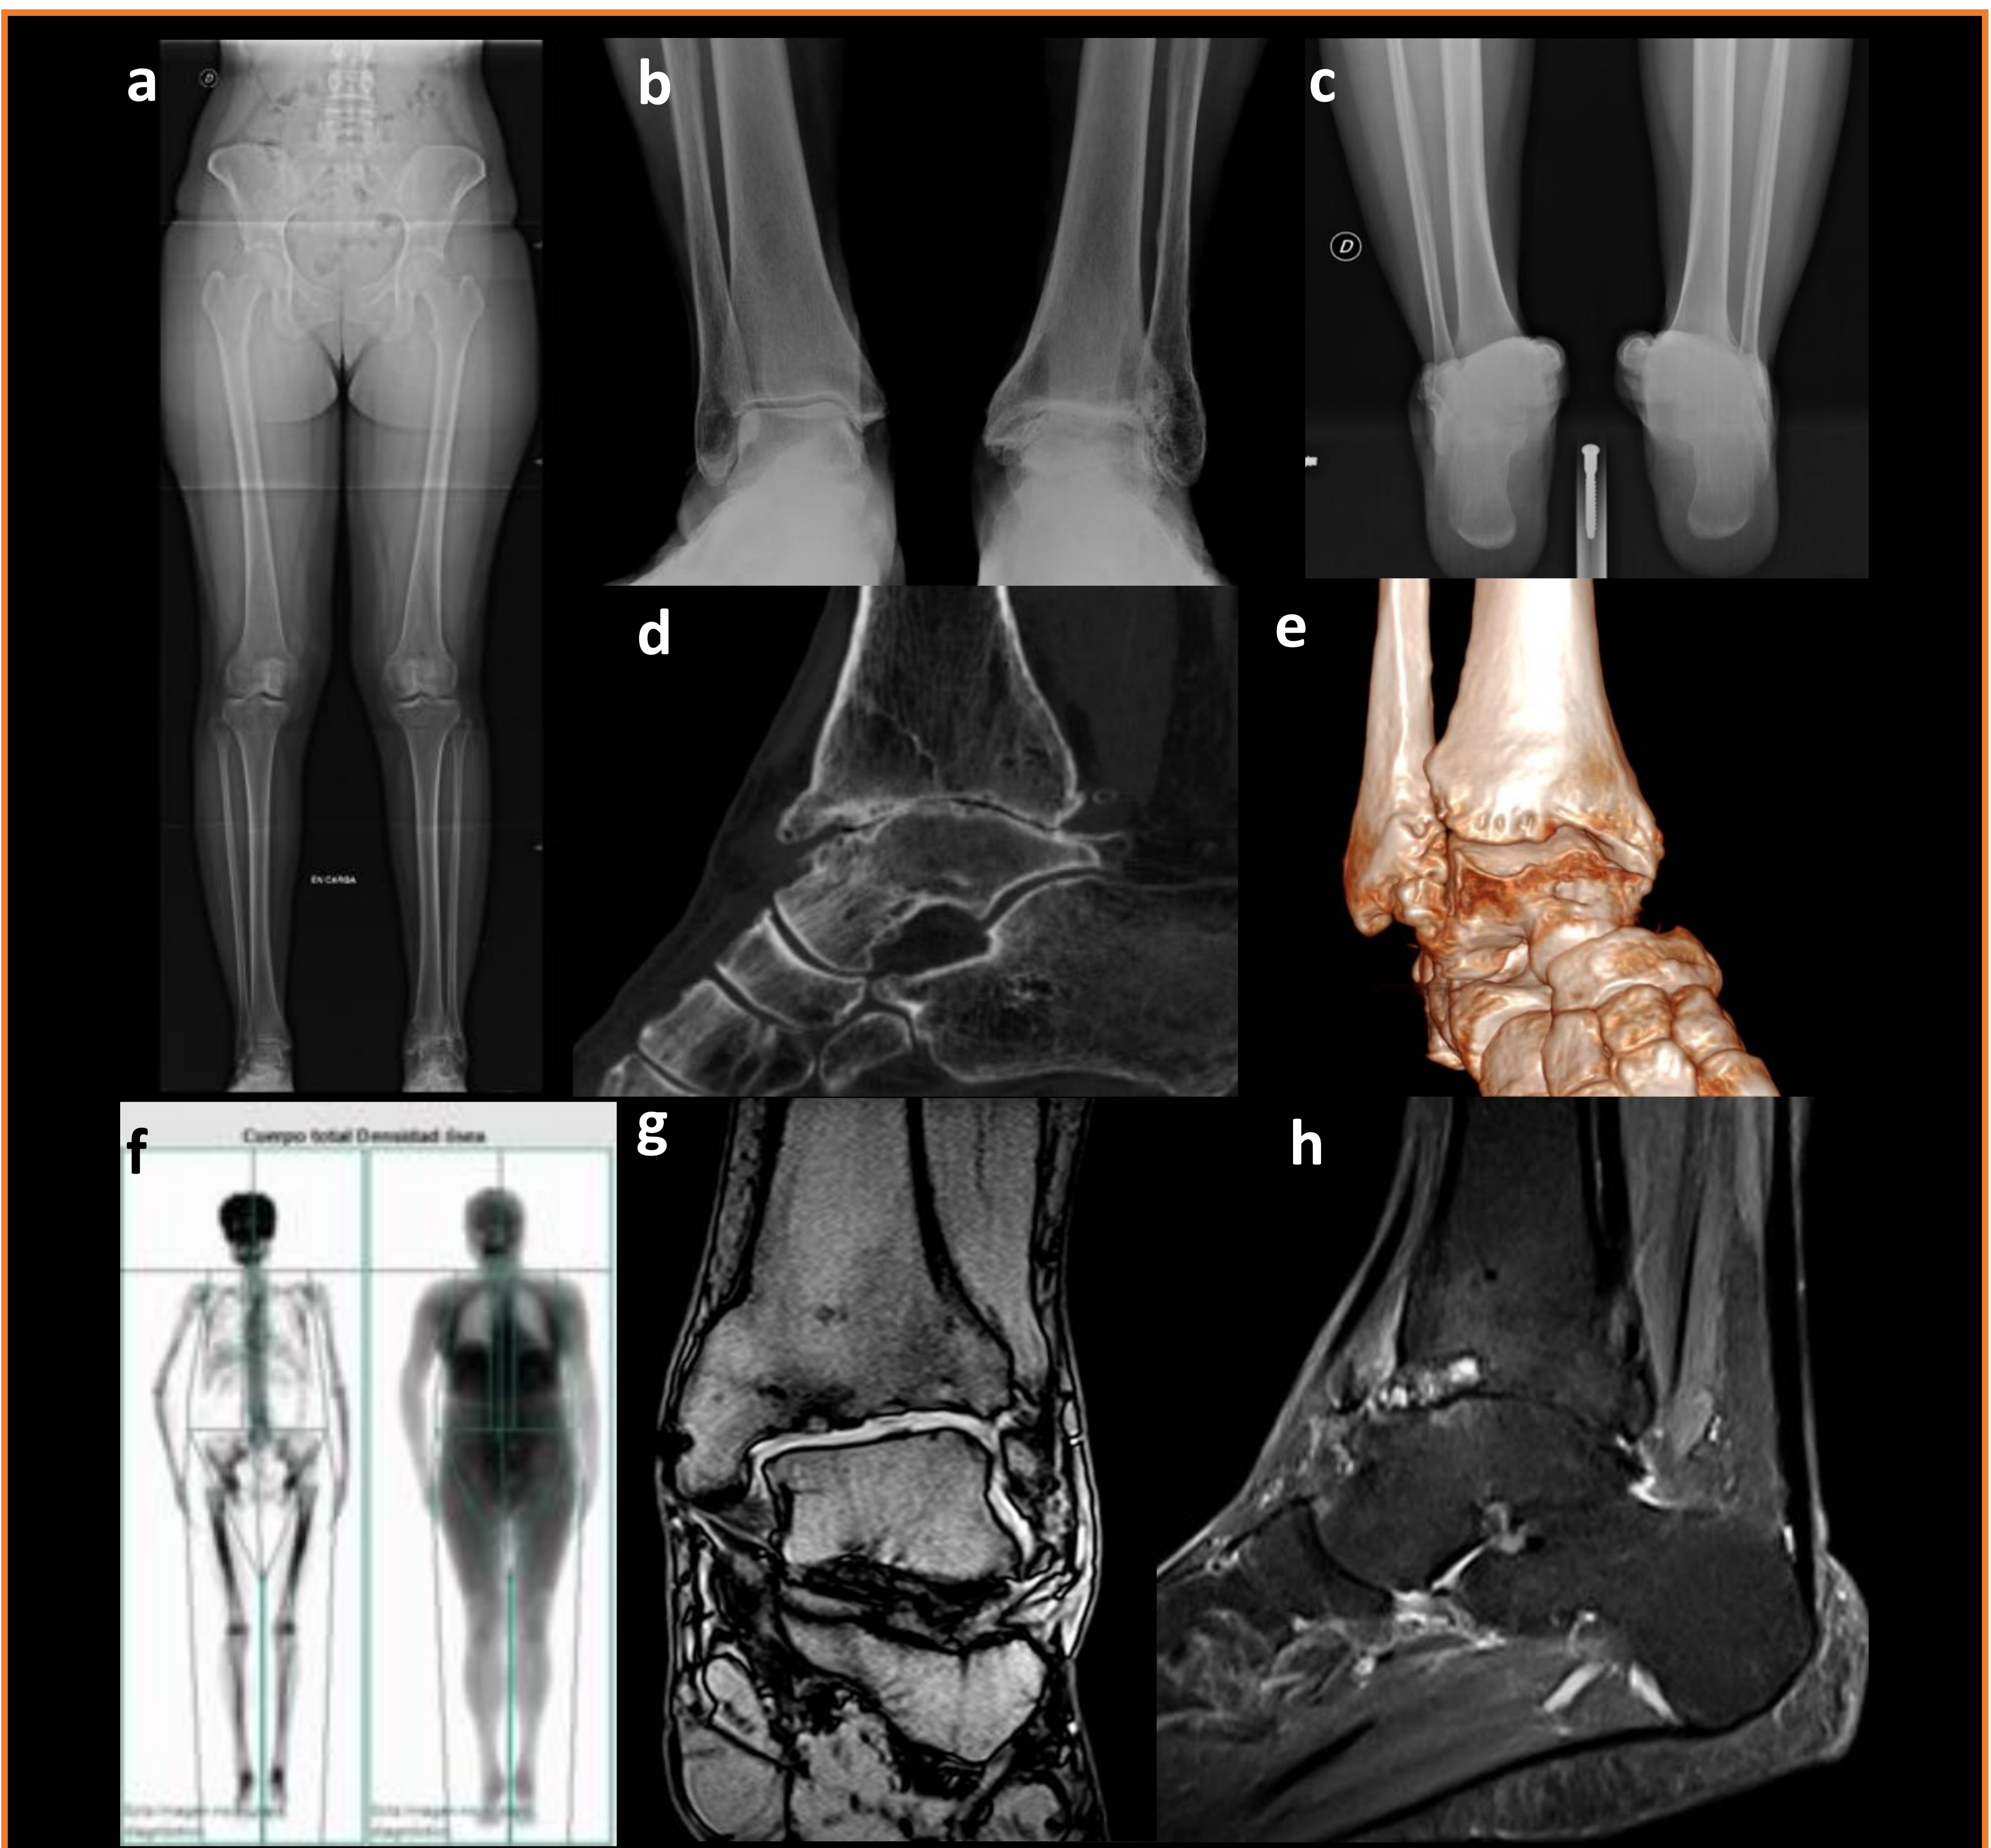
Técnicas de imagen empleadas en el estudio pre-quirúrgico de PTT. Telemetría de MMII (a), radiología simple (b y c), TC con reconstrucciones MPR (d) y volumétrica (e), DEXA (f) y RM (g y h).
